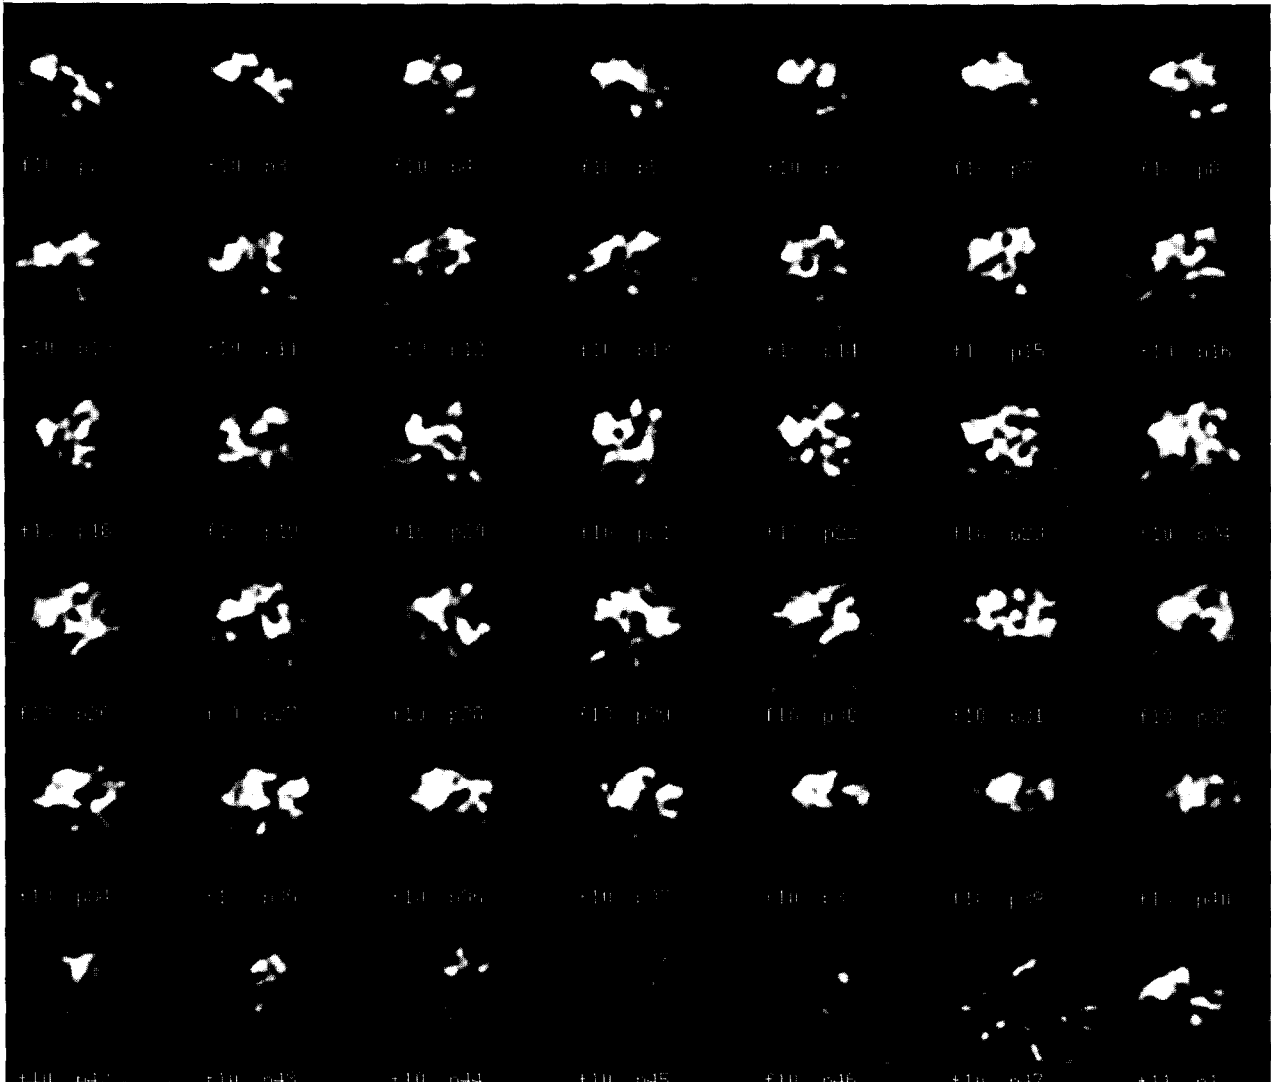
허혈성 심근질환을 보이는 환자의 휴식기 및 부하기 Rb-82 dynamic PET 영상.
